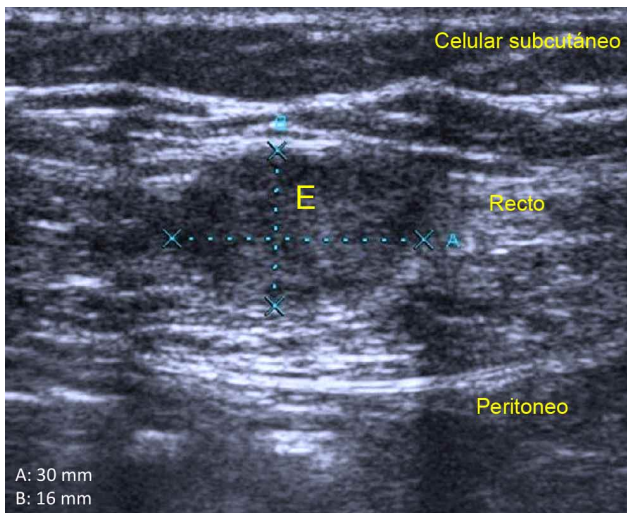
Imagen ultrasonográfica de EPA localizado en el recto anterior del abdomen, de 30 mm x 16 mm de diámetro.
